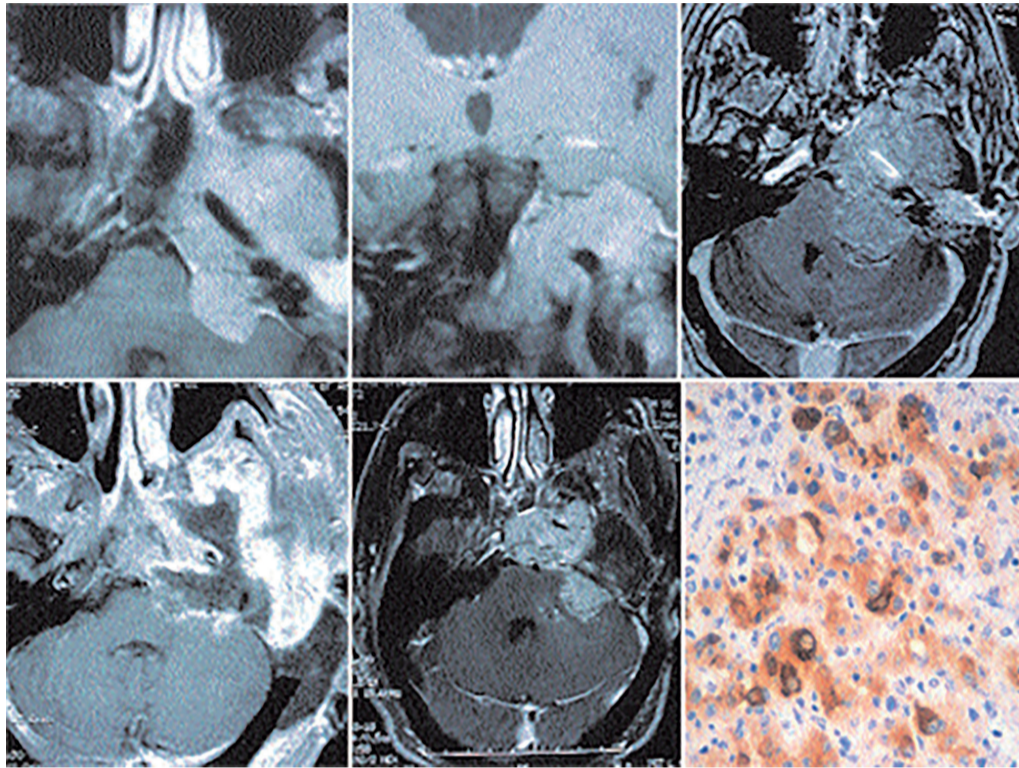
Випадок 2. Злоякісна парагангліома з раннім рецидивом, що призвело до смерті пацієнта. Зверху ліворуч та по центру: МРТ-зображення після попереднього променевого та хірургічного лікування утвору тимпанічного гломусу. Зверху праворуч: МРТ-зображення з верифікованим вираженим продовженим ростом утвору 1 рік пізніше. Знизу ліворуч: МРТ -зображення після резекції. Знизу по центру: МРТ із зображенням раннього продовженого росту пухлини в межах кількох місяців. Знизу праворуч: мікрофотографія виконана при великому збільшенні після імуногістохімічної реакції на хромогранін. Зверніть увагу на коричневі гранули в цитоплазмі клітин. Оригінальне збільшення X 132
